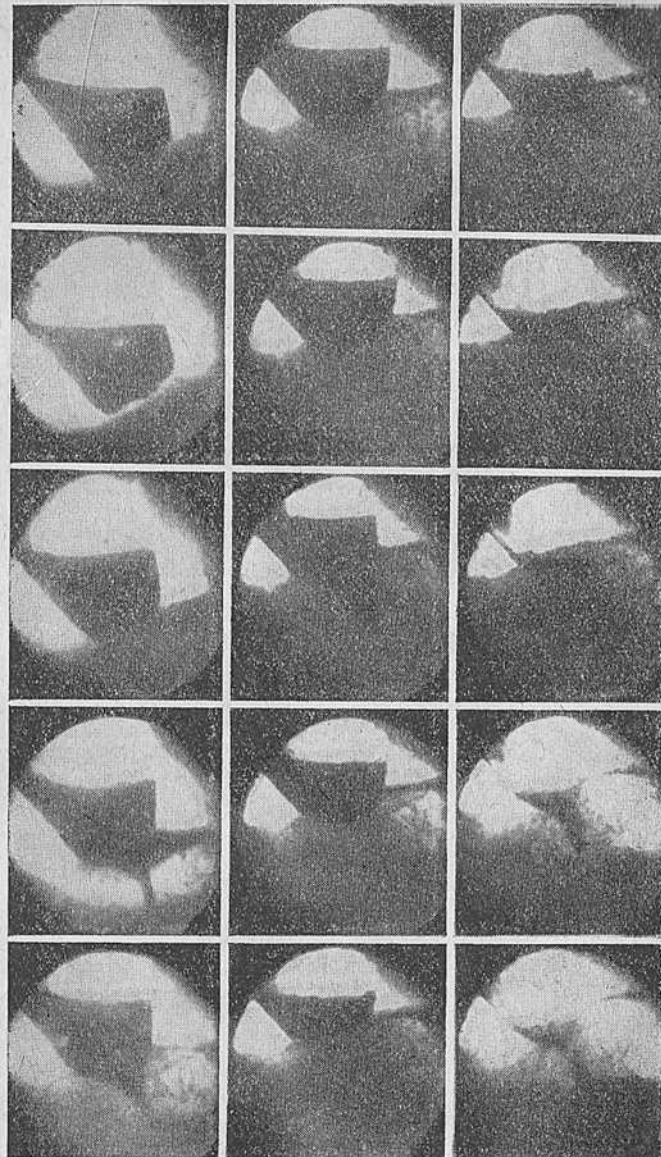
Ахалазия кардии II типа. Механическое опорожнение пищевода в желудок. Рентгенокиномонтаж через 16 кадров.
